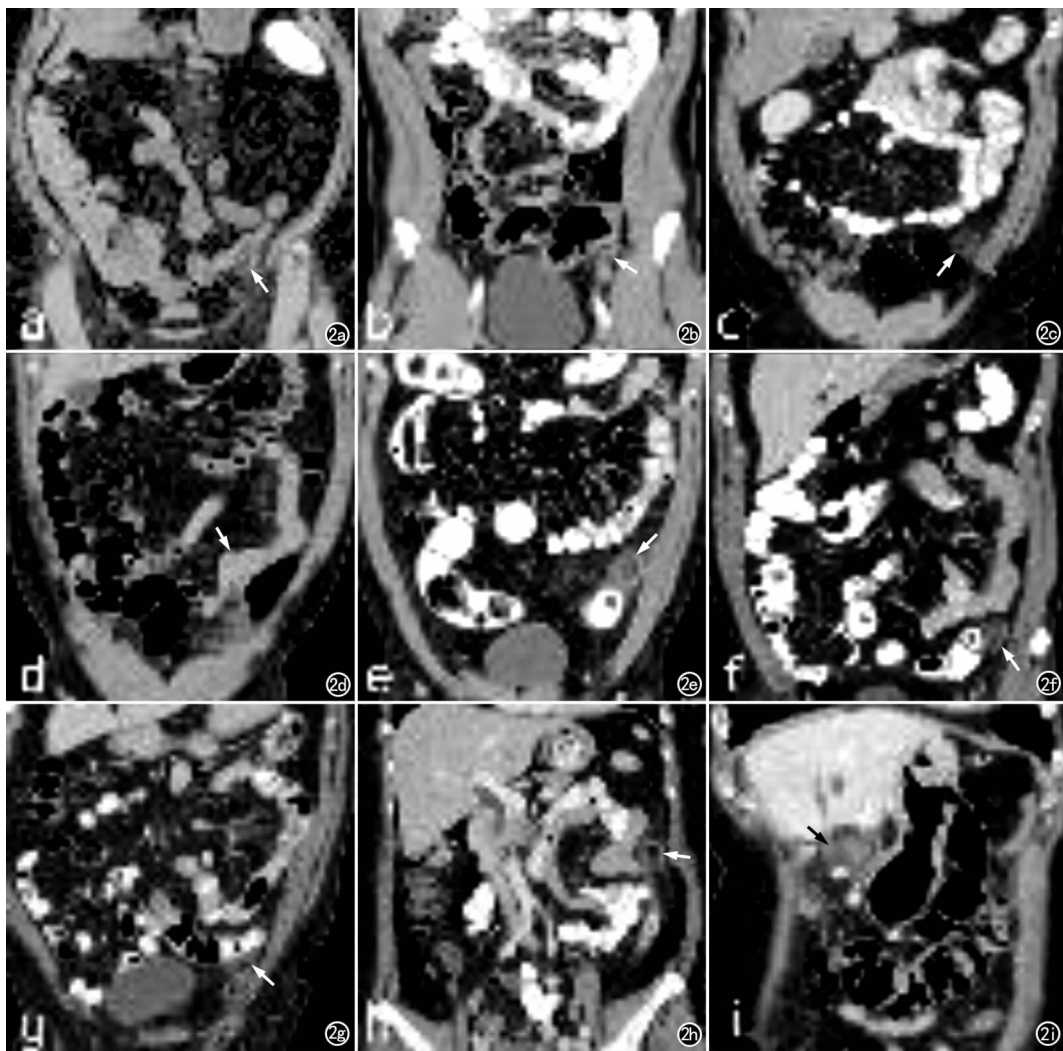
冠状面 CT 重组图典型的乙状结肠肠脂垂炎(a—g, 箭),降结肠(h) 横结肠病变(i)。a, g 可见中心血栓形成, e 也确认为血栓形成。
